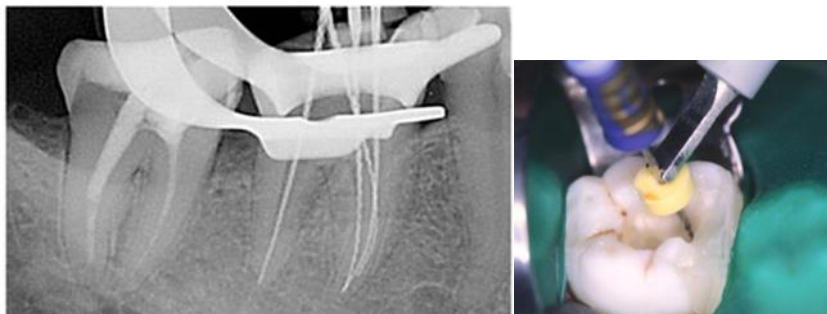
Определение рабочей длины с помощью апекслокатора и рентгенологическим методом.
